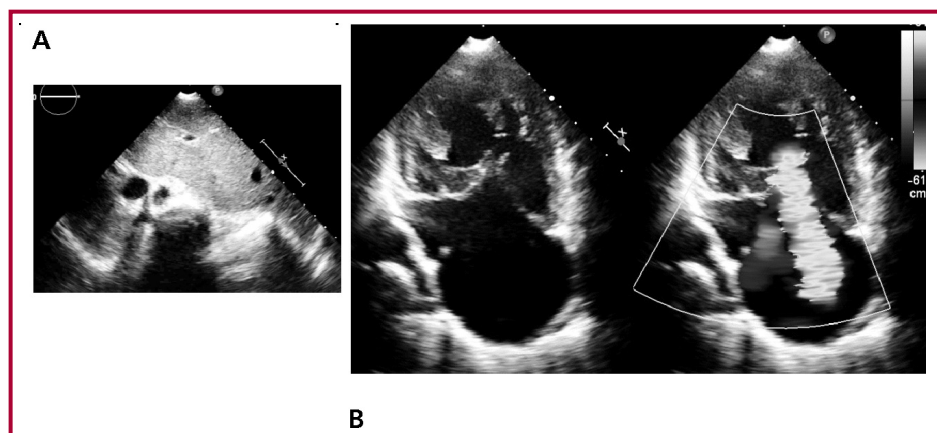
Ecocardiograma Doppler color. A. *Situs* ambiguo, hígado en barra a la izquierda. B. Aurícula única, válvula auriculoventricular común, canal auriculoventricular no balanceado, insuficiencia grave de la válvula auriculoventricular.
